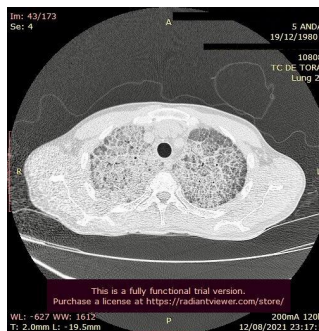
Tomografia de tórax admissional
